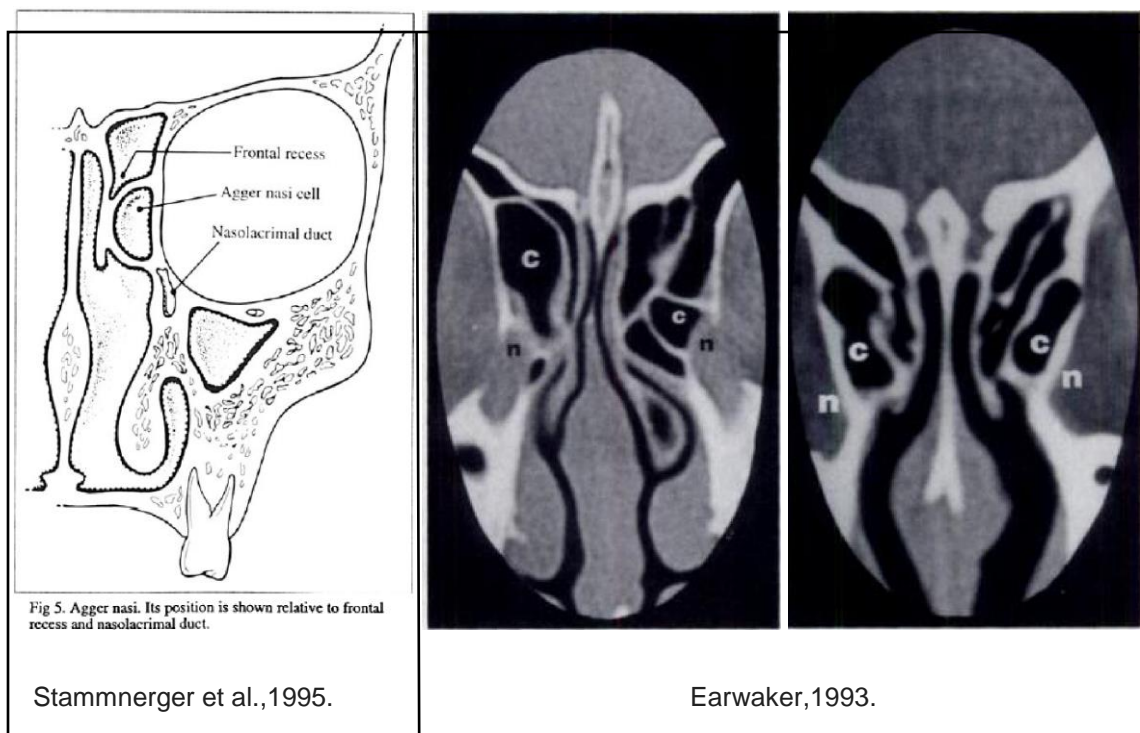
A – figura ilustrativa que demonstra a relação da NA com o recesso frontal e o ducto nasolacrimal, retirada de Stammnerger et al.,1995. B – TC em cortes coronais de diferentes angulações. Observa-se NA (c) acima da extremidade superior dos dutos nasolacrimais (n) e a semelhança com a imagem das células etmoidais anteriores, retirada de Earwaker,1993.
